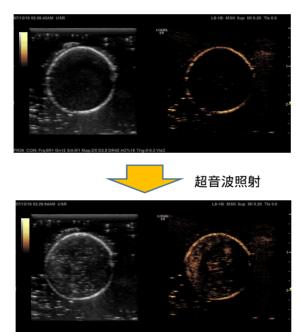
PFH-ND に対する超音波照射 によるバブルへの相変化
